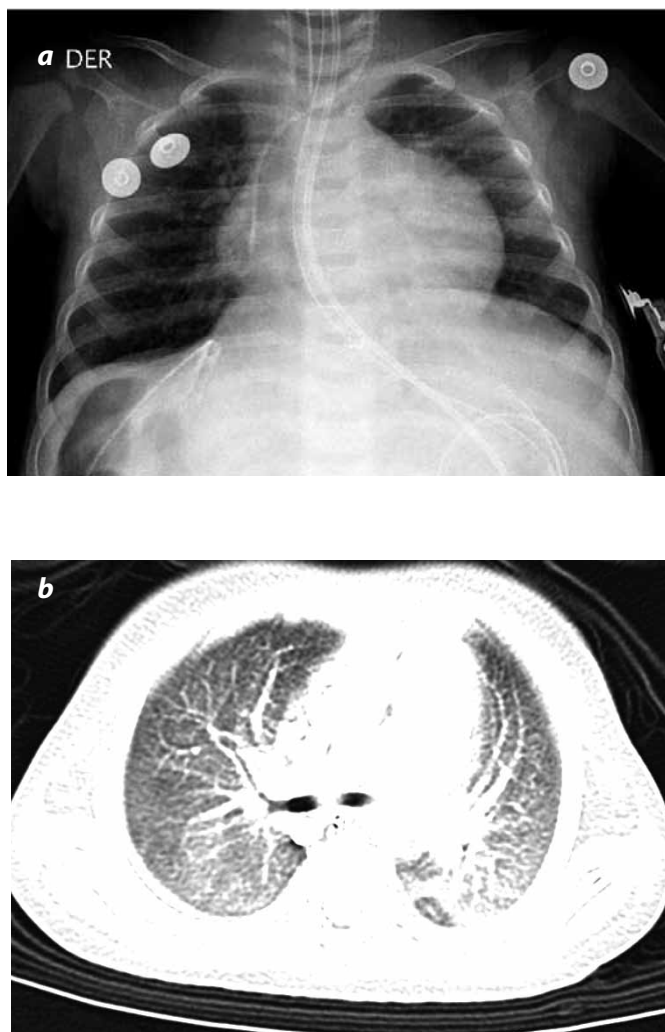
a) Neumonía por *Pneumocystis jirovecii* en una paciente pediátrica, trasplantada de hígado. En la radiografía de tórax se observa un aumento generalizado en la atenuación de ambos campos pulmonares, con opacidades intersticiales reticulares predominante. No hay consolidación del espacio aéreo. b) Patrón de atenuación del parénquima pulmonar en “vidrio esmerilado”.
